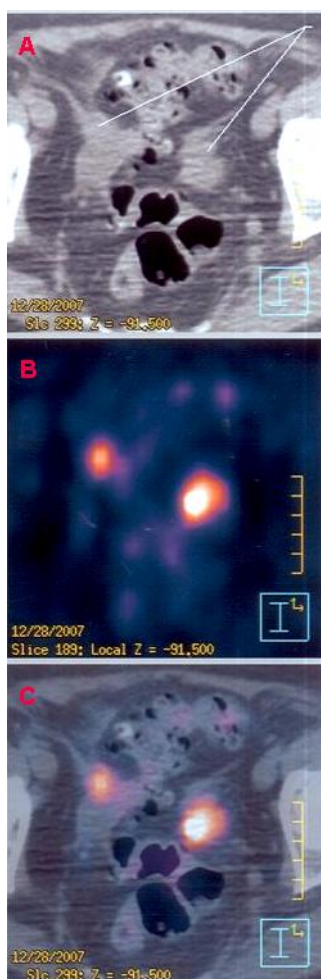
Imagens de CT(A), PET(B) e PET/CT(C) de um tumor neuroendócrino, o carcinoma. É possível verificar a combinação das duas técnicas na formação da imagem da PET/CT.
